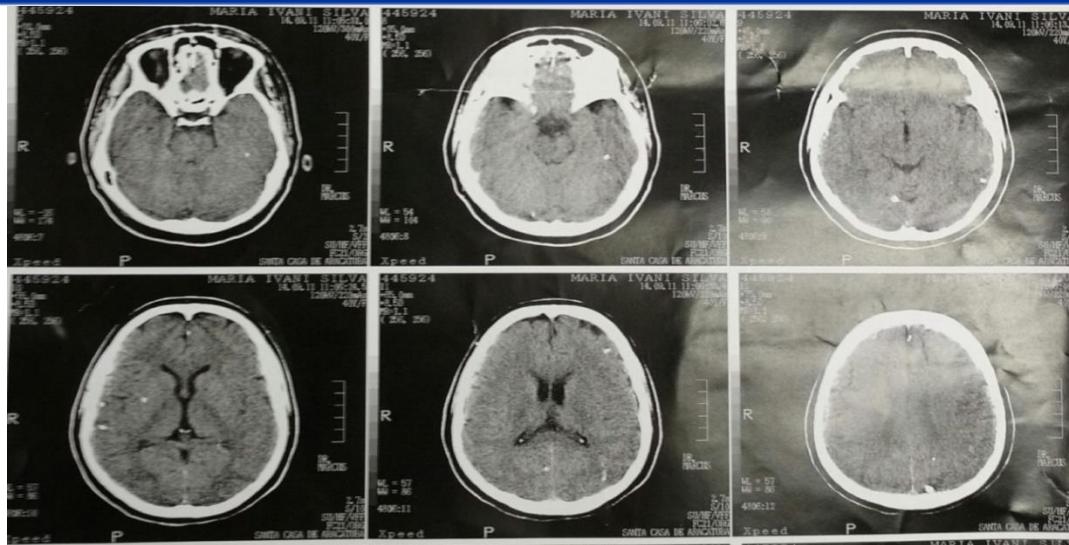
Imágenes que muestran los hallazgos de la (TAC).
